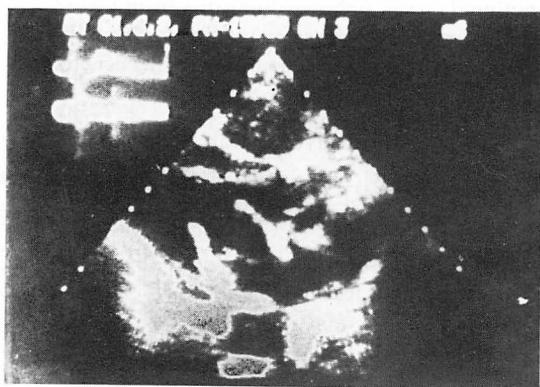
Long-axis cross-sectional echocardiogram from Case 5.
